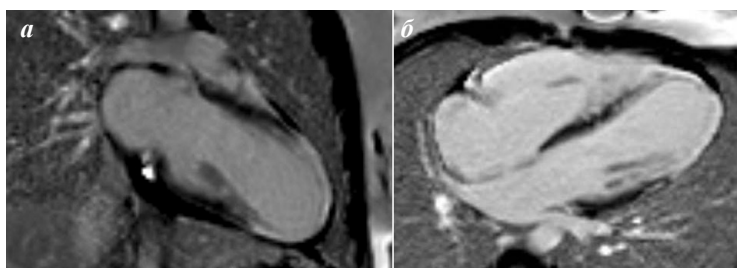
МРТ сердца пациента А., 12 лет (а - двухкамерная проекция по длинной оси, б - четырехкамерная проекция). На отсроченных постконтрастных изображениях в верхушке ЛЖ и всех верхушечных сегментах циркулярно определяются трансмуральные фиброзные изменения.
